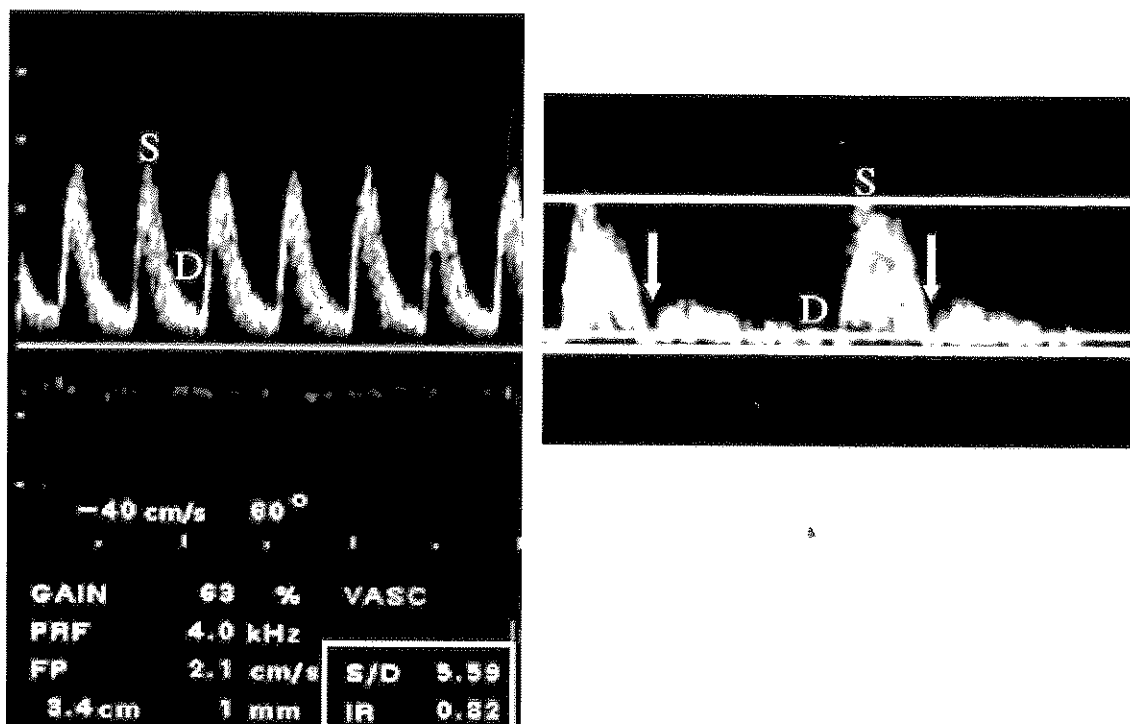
[78] : A gauche, spectre doppler de l'artère ombilicale normal (S pic systolique ; D pic diastolique). A droite, spectre doppler de l'artère utérine pathologique : il existe un notch (flèche), incisure protodiastolique et un flux diastolique très faible (D).
